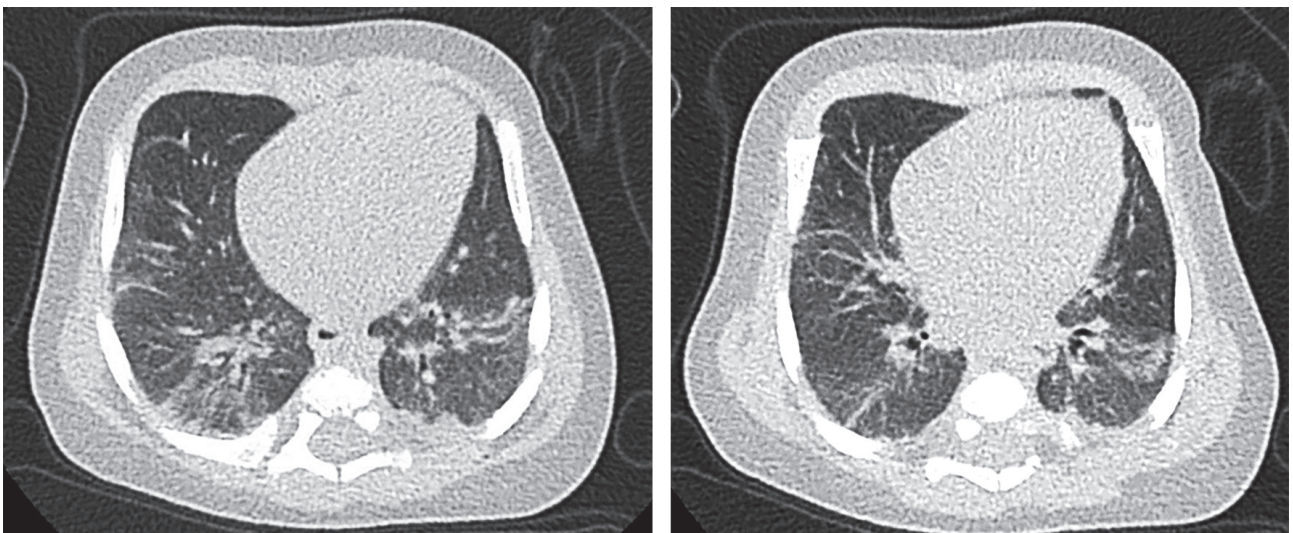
CT cutiei toracice, 18 martie 2021 (descriere în text).
